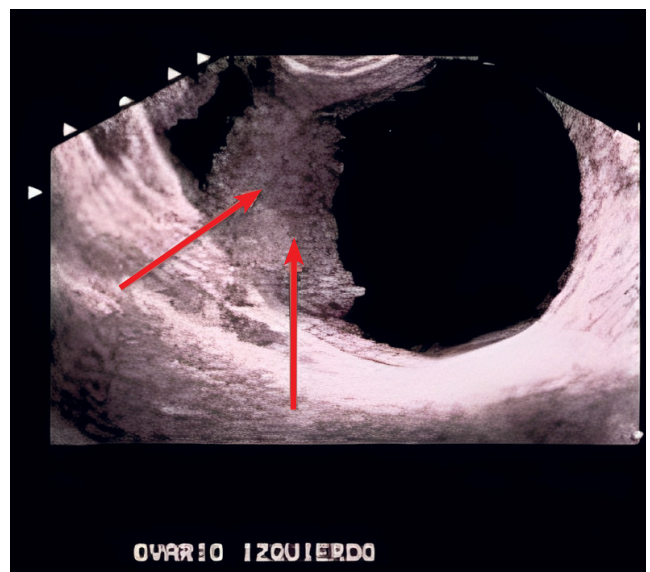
Ecografía abdominal. Se observa masa quística Izquierda con engrosamiento de pared (flechas rojas).
